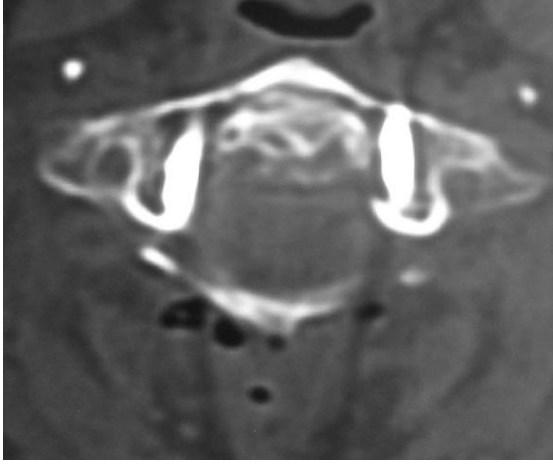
Preoperatif bilgisayarlı tomografi görüntüsü
